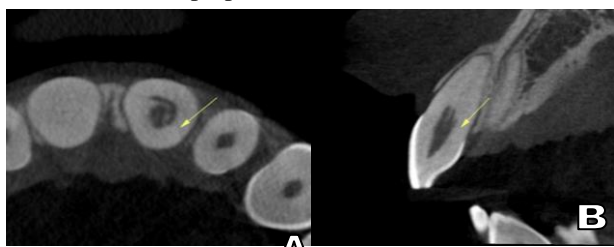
Cortes tomográficos iniciais do dente 21, evidenciando reabsorção cervical invasiva extensa, com manutenção do contorno do canal radicular (setas) e aumento do espaço do ligamento periapical. Fonte: os Autores, 2021.
